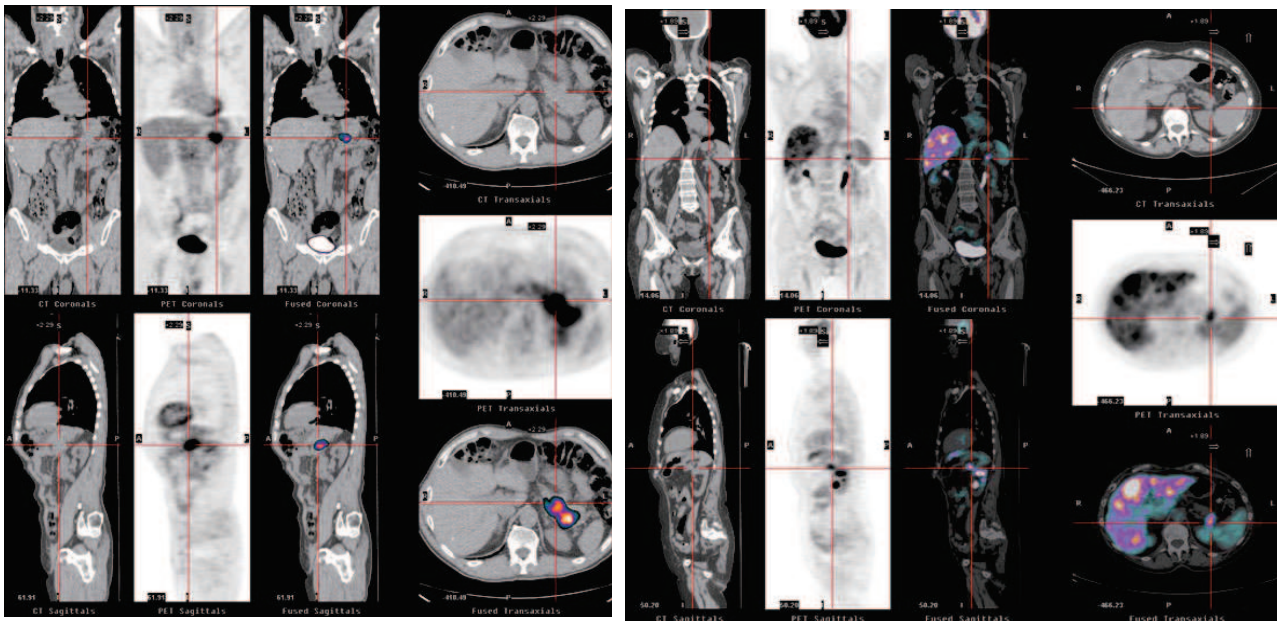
Esami PET/ TC con $[^{18}\text{F}]\text{FDG}$ effettuati per stadiazione preoperatoria in due pazienti diversi con carcinoma pancreatico. Nel primo paziente (sinistra) l'esame PET (sezioni TC, PET e fusione PET/TC) evidenzia netto aumento di captazione del radiofarmaco in corrispondenza della coda e del corpo del pancreas, senza tuttavia rilevare altre aree con patologica ipercaptazione: il paziente è quindi candidato all'intervento chirurgico con intenti radicali. Nel secondo paziente (destra) l'esame rileva la lesione primitiva a livello della coda del pancreas (localizzazione che ritarda in genere la diagnosi in quanto i sintomi compaiono soltanto in una fase avanzata), ma anche la presenza di esteso interessamento metastatico del fegato: il paziente non è candidato per l'intervento chirurgico.
